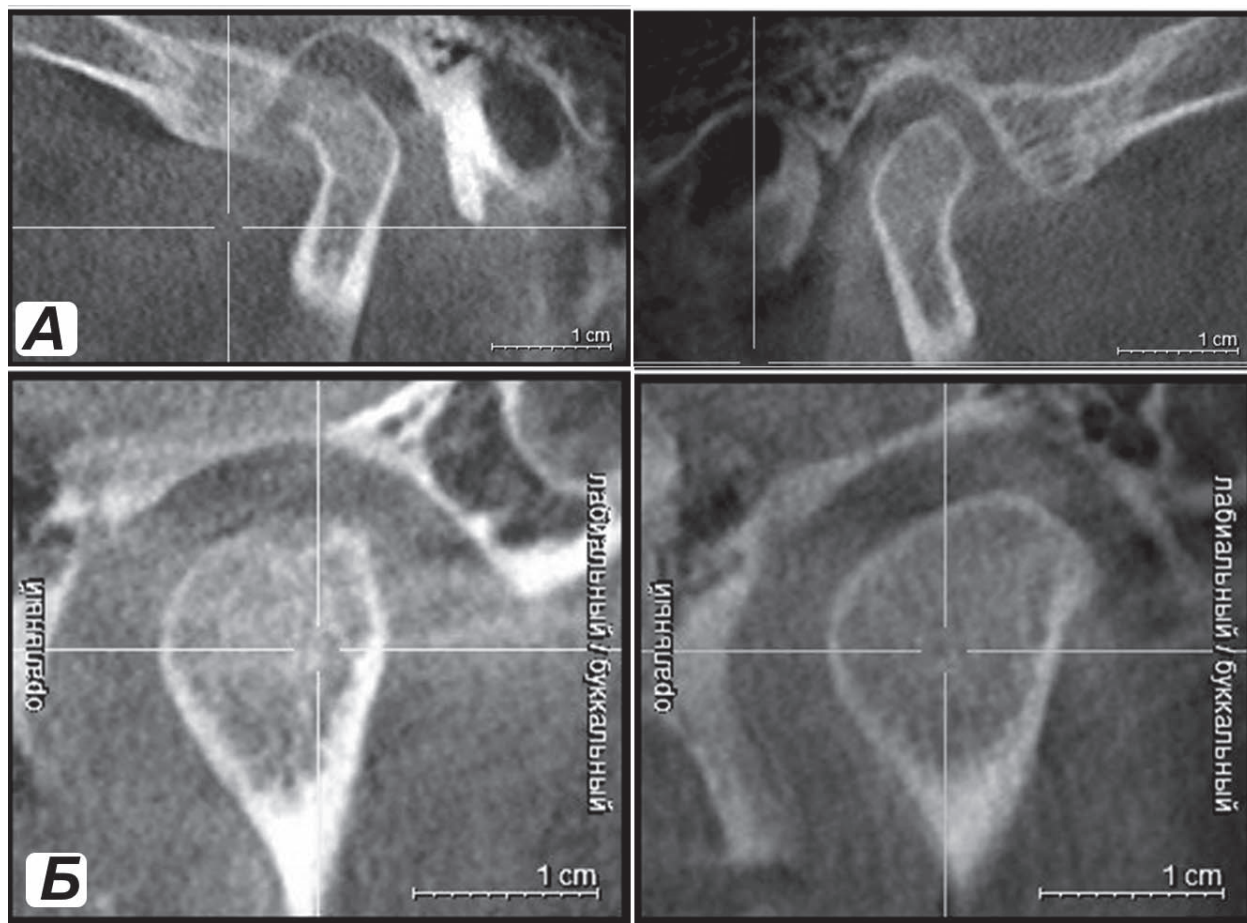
Конусно-лучевая КТ ВНЧС пациентки П. через три месяца лечения: А — «рот закрыт» справа и слева в сагиттальной проекции; Б — «рот закрыт» справа и слева в коронарной проекции.
